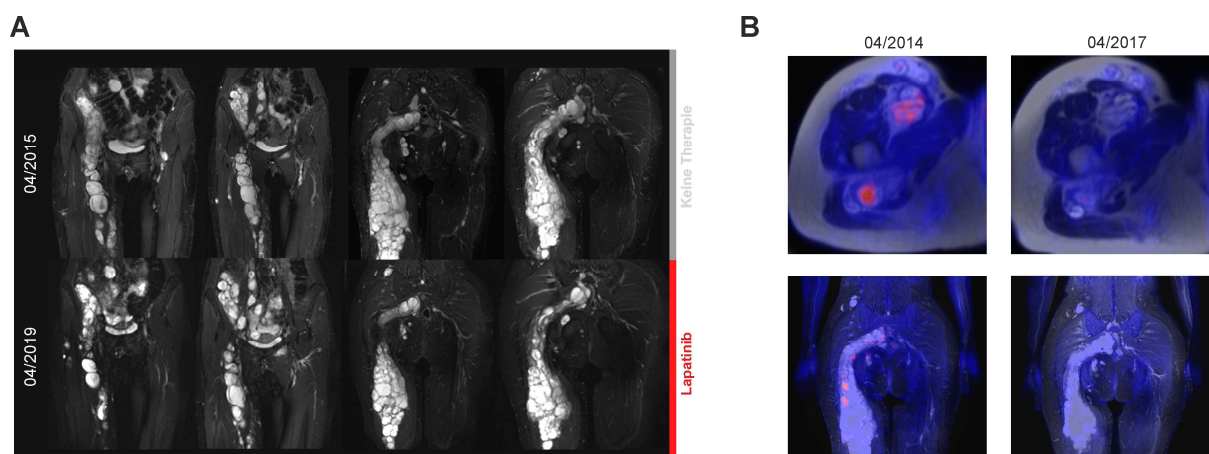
Ansprechen eines Neurofibrom/Schwannom hybriden Nervenscheidentumors auf eine Therapie mit Lapatinib. A, Darstellung im MRT unter Therapie. B, FDP-PET MRT mit Rückgang metabolischer Aktivität in Tumorknoten.
